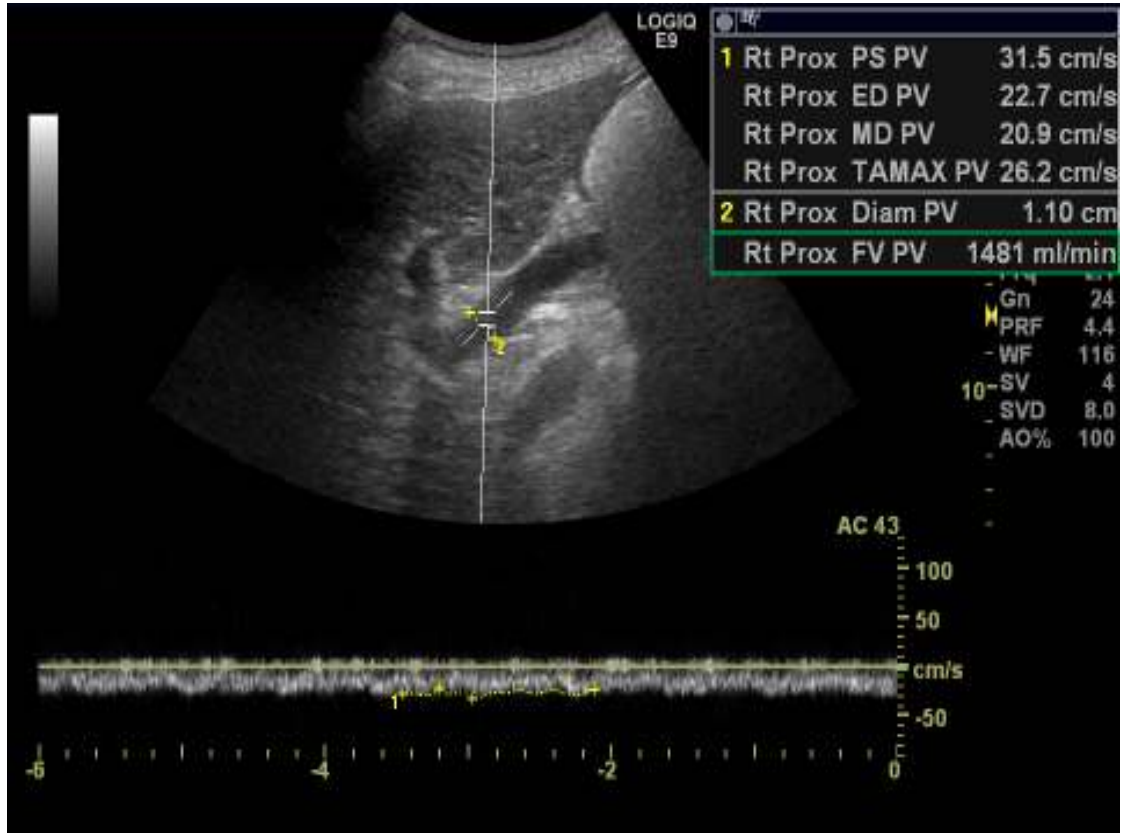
Scansione ecografica longitudinale della vena porta. E' visibile il calliper del Doppler posto al centro del vaso e parallelo al decorso del vaso. Nel riquadro in alto a destra si nota il valore del volume di flusso automaticamente determinato dalla macchina.
